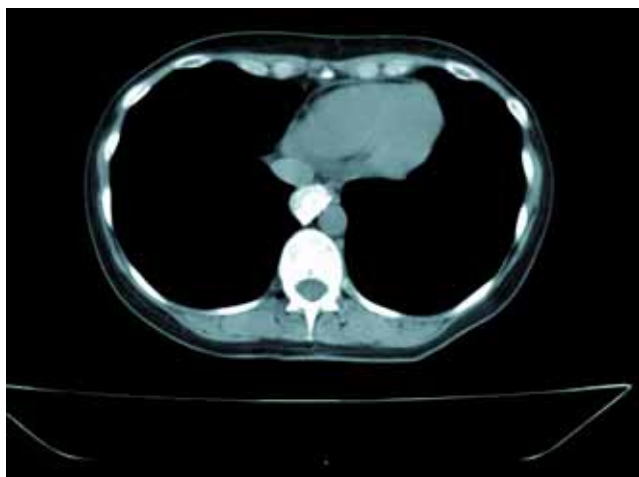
КТ-исследование грудной полости. В заднем средостении отмечается кальцинированное образование неправильной формы, примыкающее к позвоночнику справа от аорты
